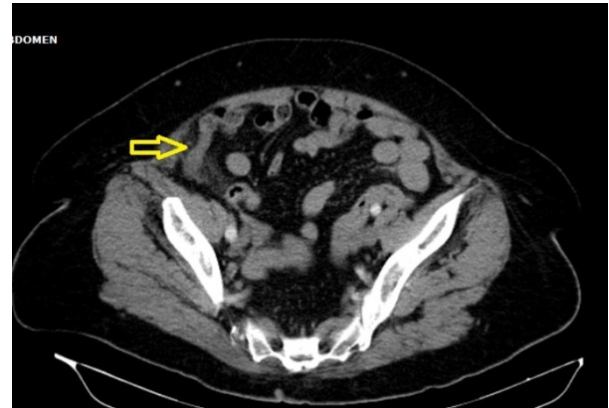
Abdominal CT showed an increase in appendix diameter and appendicitis
